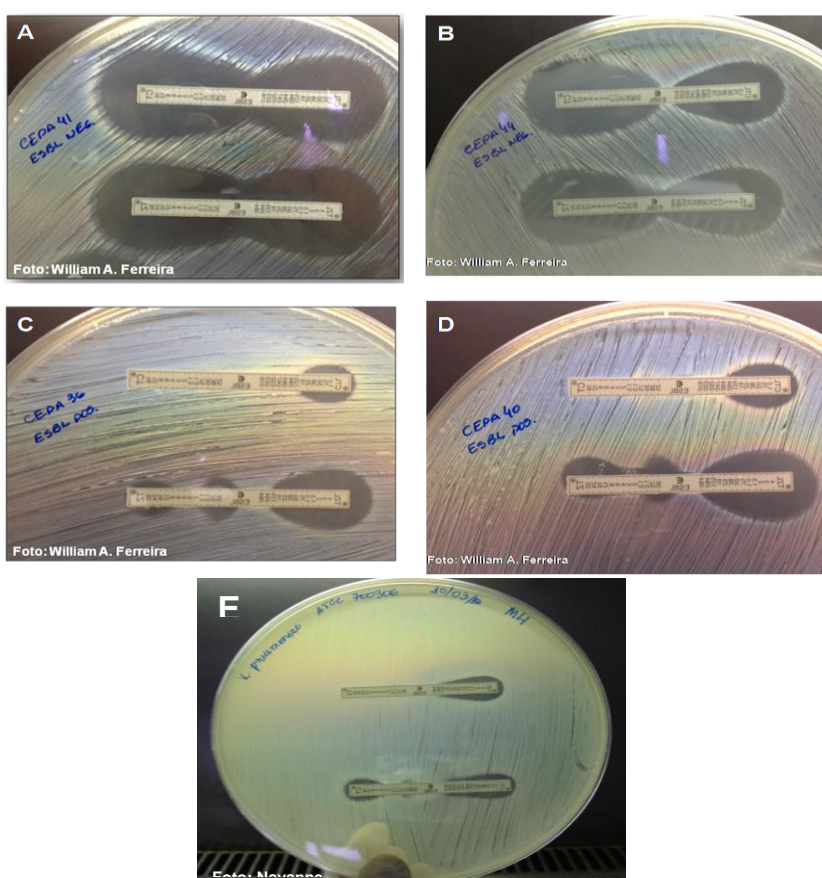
Detecção de ESBL pelo Etest® ESBL. Antibióticos: CT e CT/CTL (fita superior de cada placa), TZ e TZ/TZL (fita inferior em cada placa). A a D são amostras clínicas de *E. coli*. A e B: ESBL negativa; C e D: ESBL positivo; E: *K. pneumoniae* ATCC700603 (controle positivo).
